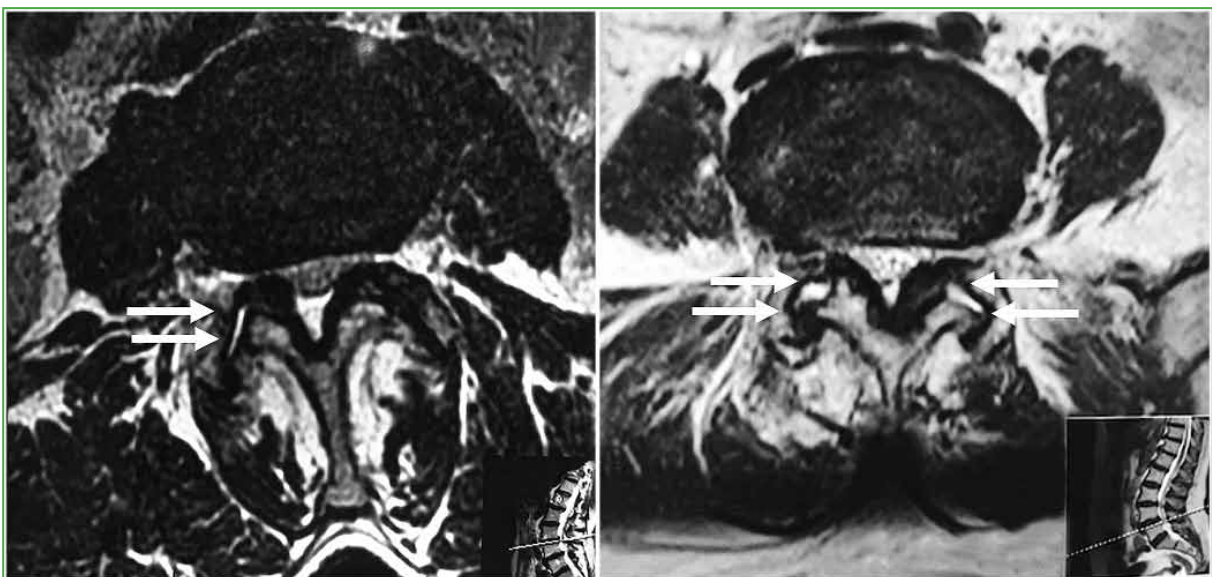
Resonancia magnética de columna lumbar, corte axial. Se observa hidrartrrosis unilateral y bilateral (doble flecha blanca).
